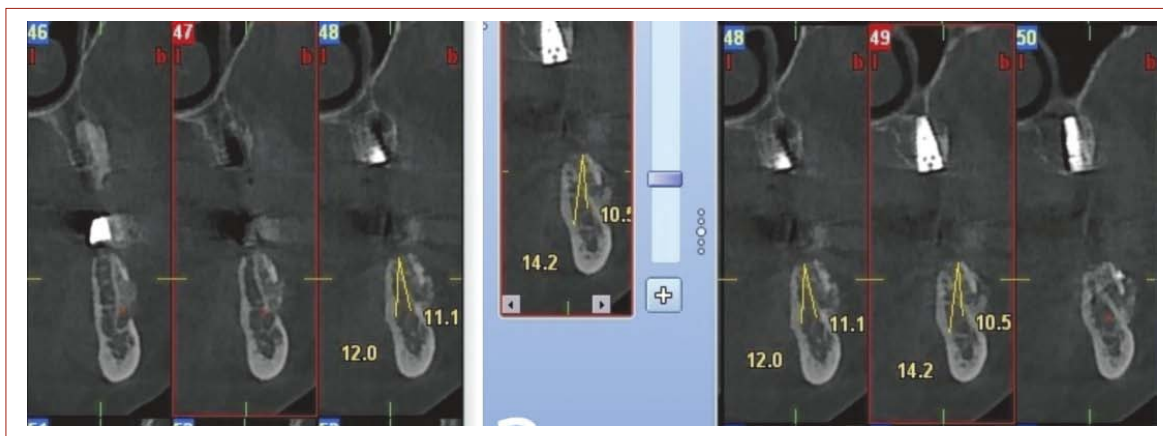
Серия КТ у пациента третьей группы наблюдения в области от 3.5 до 3.7
